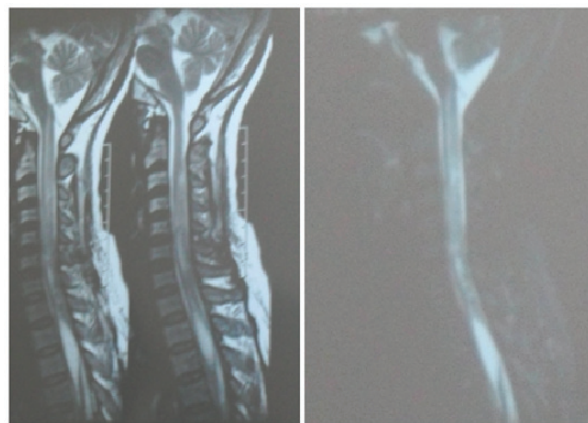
RMN y Mielograma
